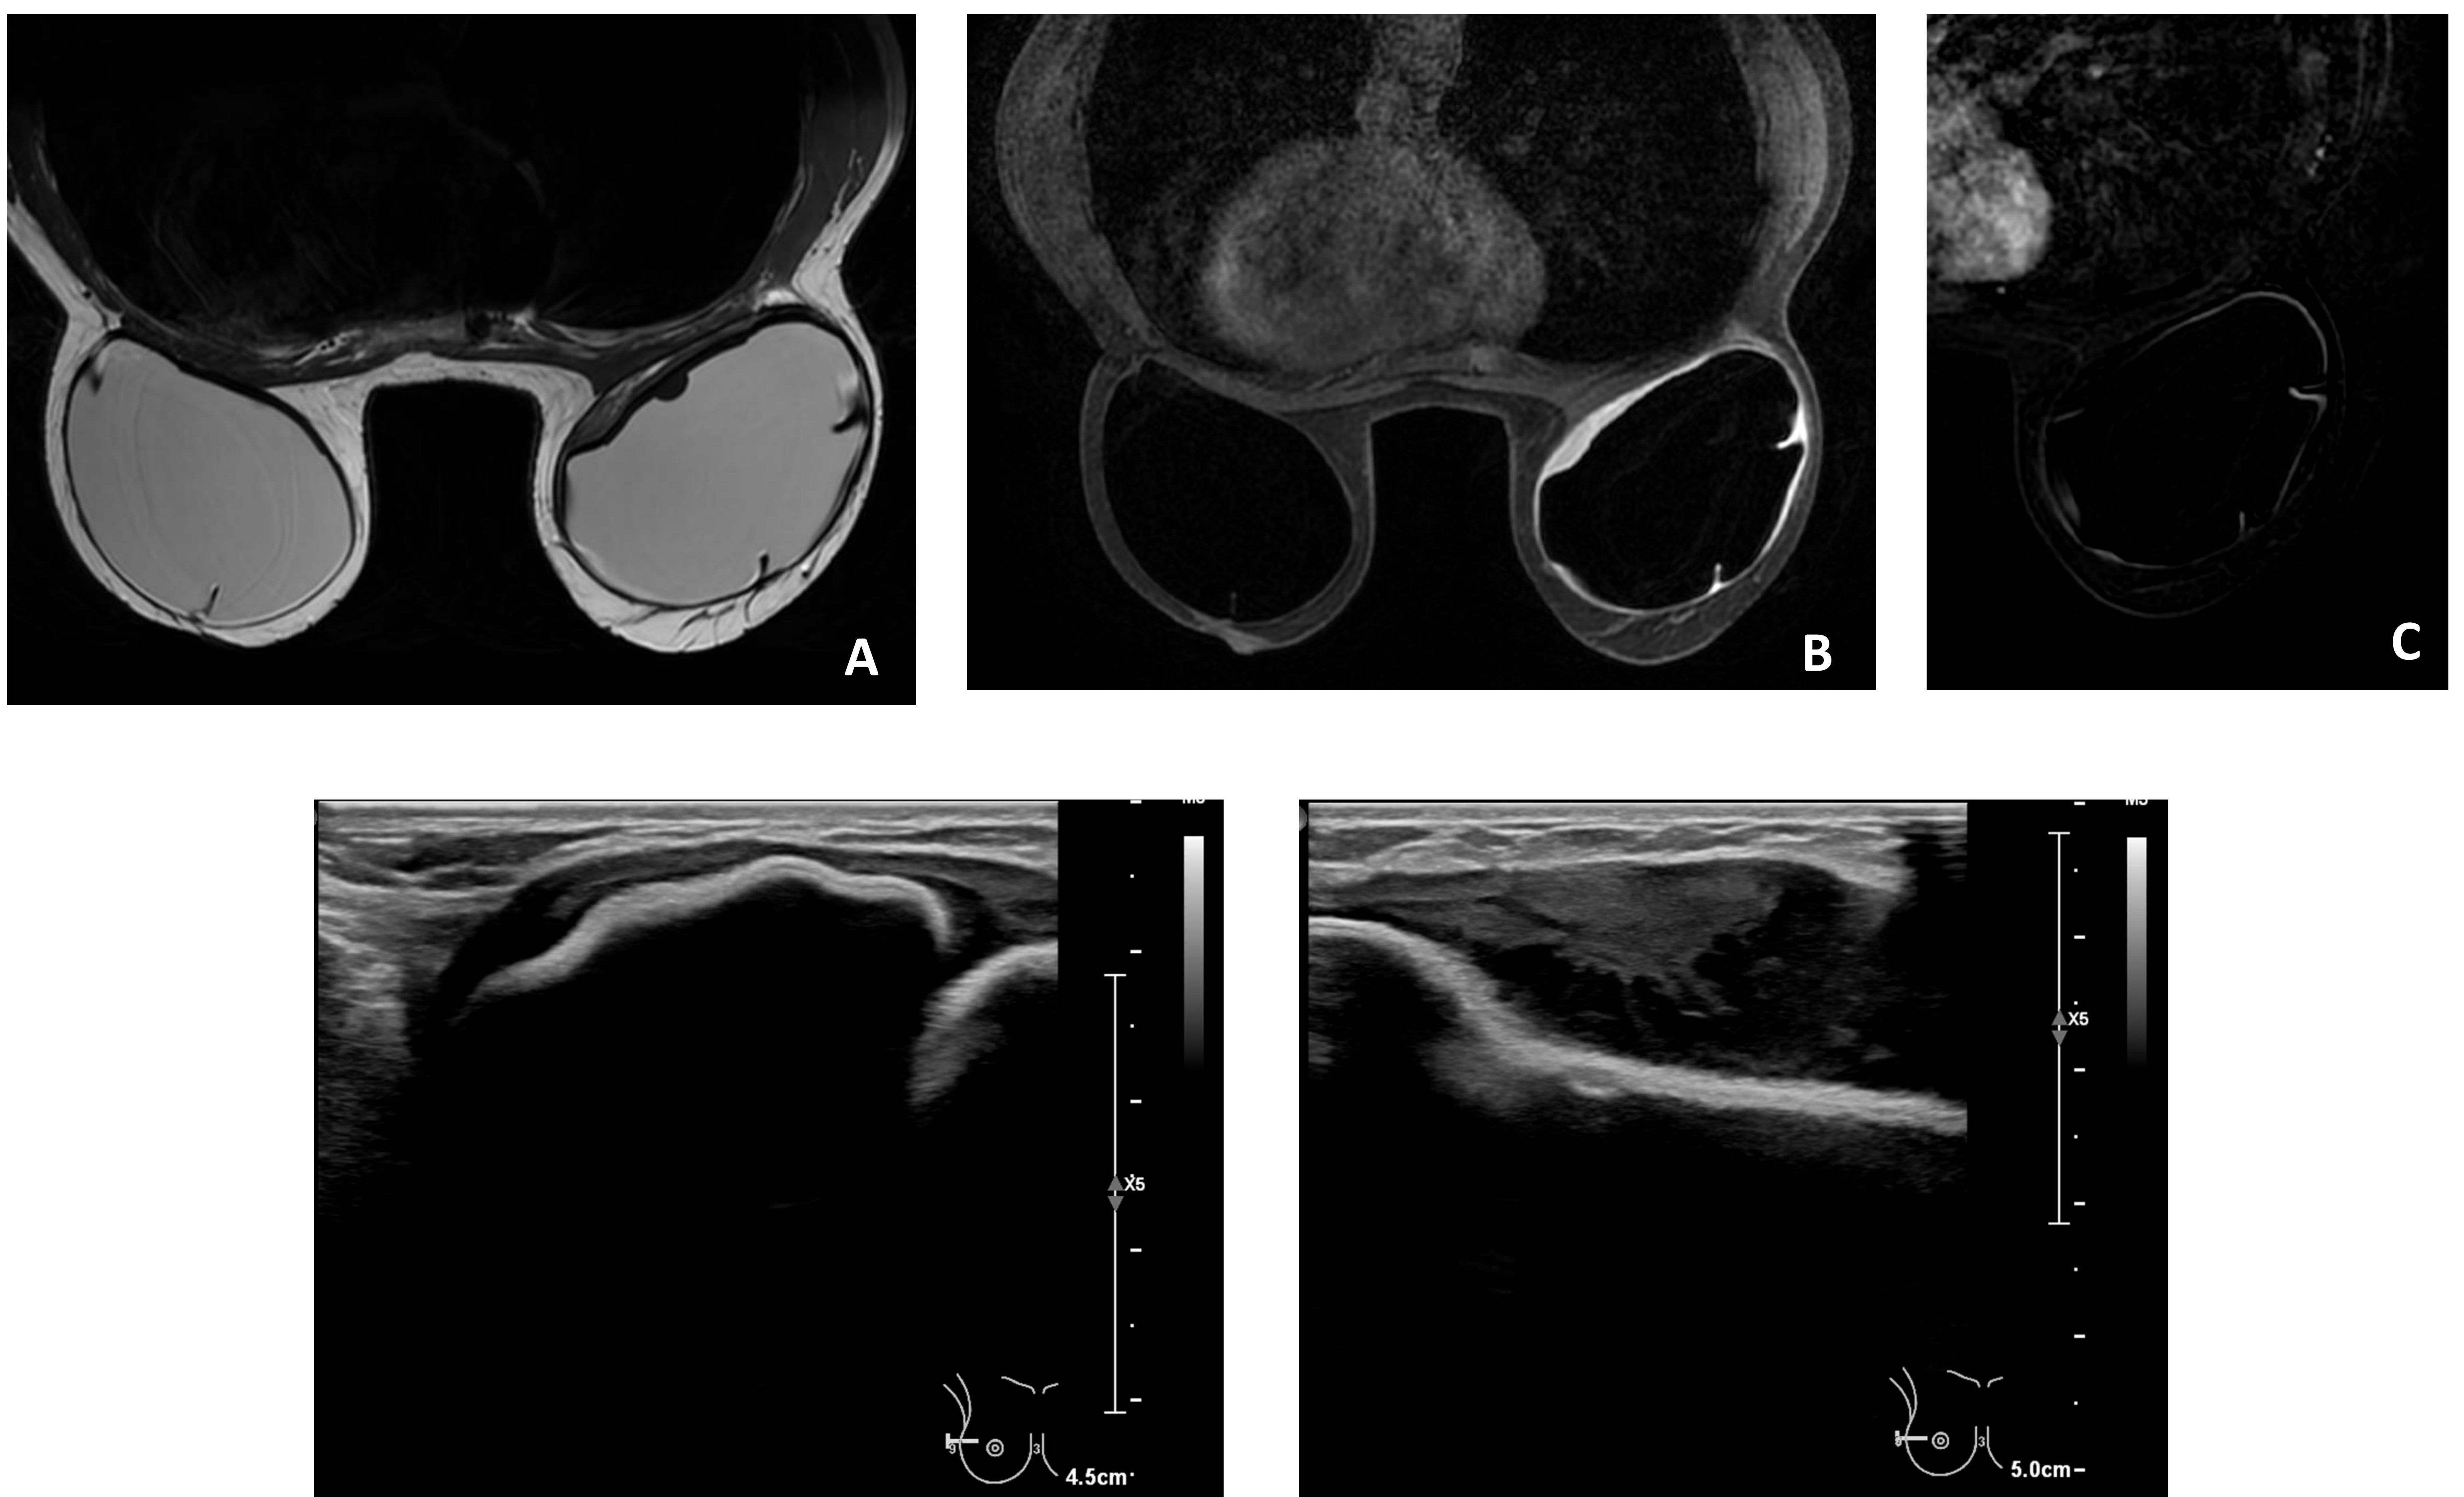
Paciente BRCA+ con mastectomía y prótesis mamaria subglandular bilateral a la que se le realiza RM mamaria de control. Se identifica un engrosamiento capsular y una colección periprotésica que se muestra isointensa respecto al músculo en T2 (A), hiperintensa en T1 supresión grasa (B) y que no muestra captación de contraste en el estudio de sustracción (C). Dada la semiología parece corresponder a un hematoma en estadio subagudo tardío. Se realiza ecografía donde se identifica líquido con material ecogénico contenido entre la cubierta protésica y la cápsula fibrosa, sin vascularización en estudio Doppler, que sugiere colección hemática.
